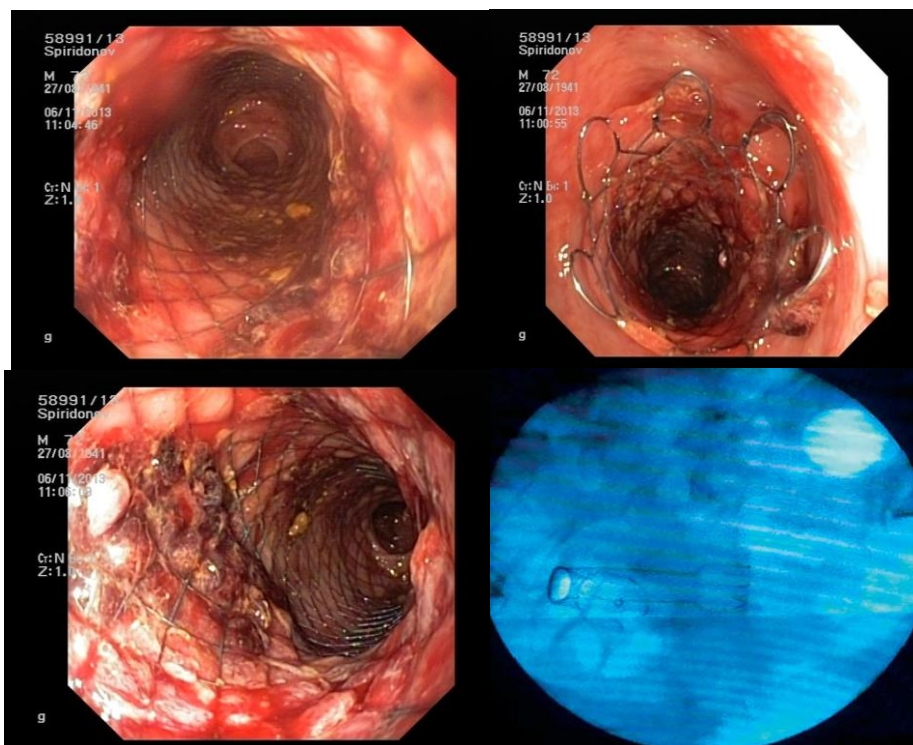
Восстановление проходимости толстой кишки после установки стента (эндоскопическая картина и обзорная рентгенограмма органов брюшной полости – визуализируется раскрытый стент)
